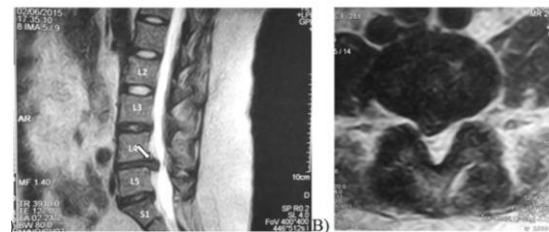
Resonancia Magnética de Columna Lumbar. Secuencia T2. La flecha indica la extrusión del disco intervertebral entre el cuerpo vertebral L4 y L5. Nótese la compresión del saco dural en este nivel. Llama la atención que los discos intervertebrales supra e infraadyacentes presentan hiperintensidad en esta secuencia, esto es indicativo de deshidratación, y por lo tanto degeneración de estos discos (cómparese un disco normal entre L2 y L3. A) Corte Sagital; B) Corte Axial Cortesía del Dr. Oscar Chávez V.
